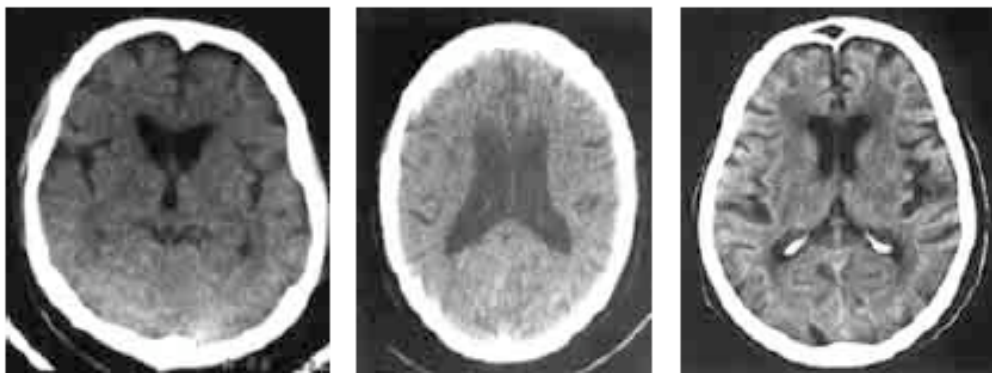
Tomografía computarizada simple, la cual muestra atrofia cortico-subcortical. Dilatación ventricular compensatoria y disminución del volumen cerebral.⁽¹³⁾
